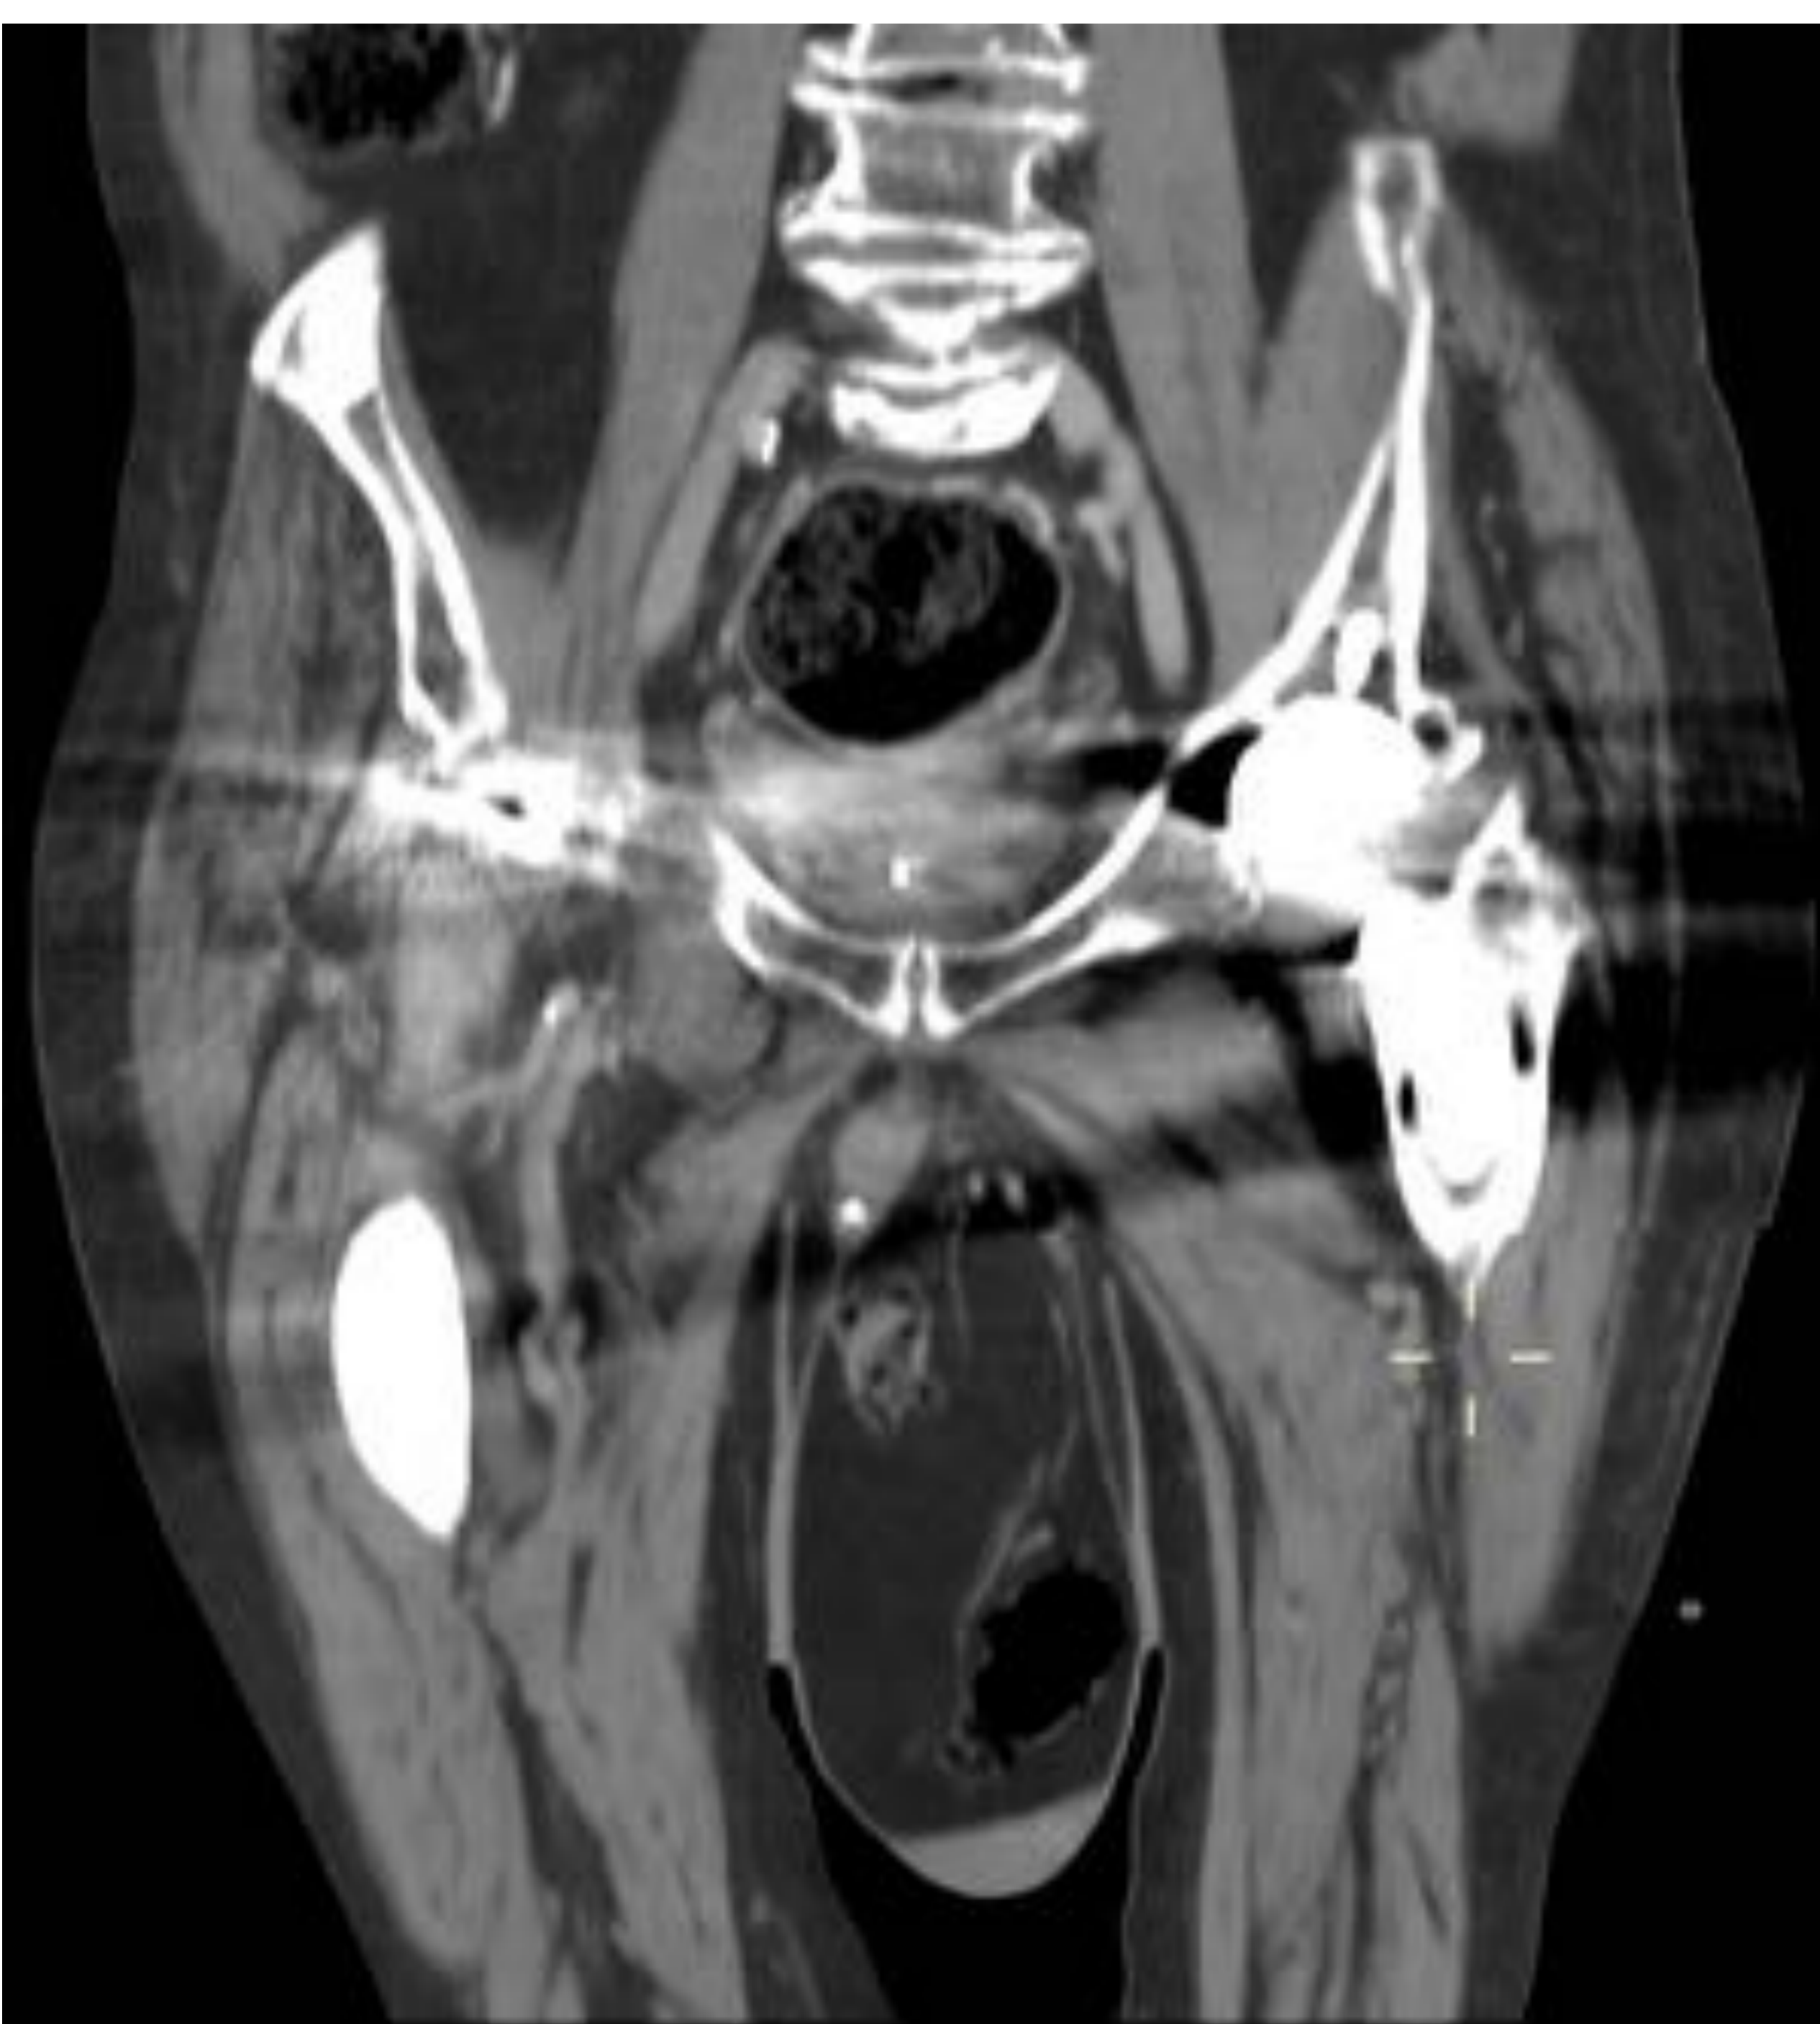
Hernia inguinoescrotal con contenido graso y segmento de sigma con divertículos en su interior, sin signos de complicación en corte coronal de TC con contraste intravenoso. El testículo izquierdo queda desplazado caudalmente. Artefacto metálico por prótesis de cadera bilateral.
